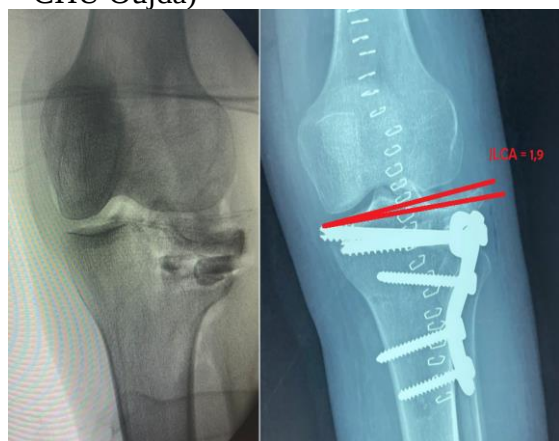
Imagerie de contrôle de la correction. A : Images fluoroscopiques peropératoires montrant la correction de la surface articulaire avec greffe en place. B : Radiographie du genou gauche de face après ostéosynthèse ; angle JLCA corrigé à 1,9° (Iconographie : Services de Traumatologie – CHU Oujda)
